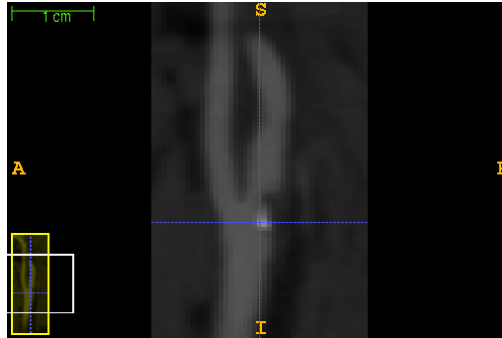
Angio-TC. Imagen de una vista sagital de carótida en escala de grises. La resolución espacial es de 0,45 mm.
